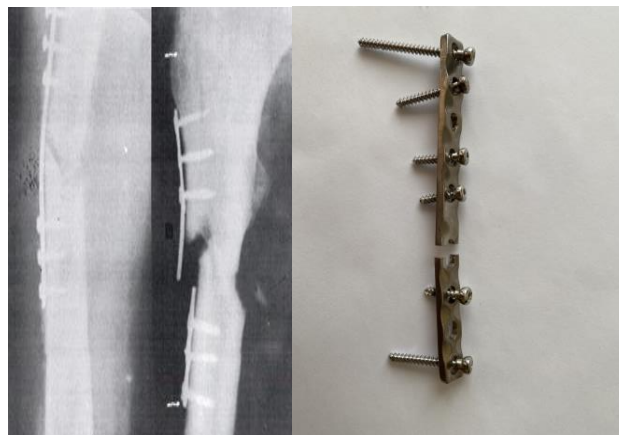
Рентгенівський знімок зламу накісткової пластини
